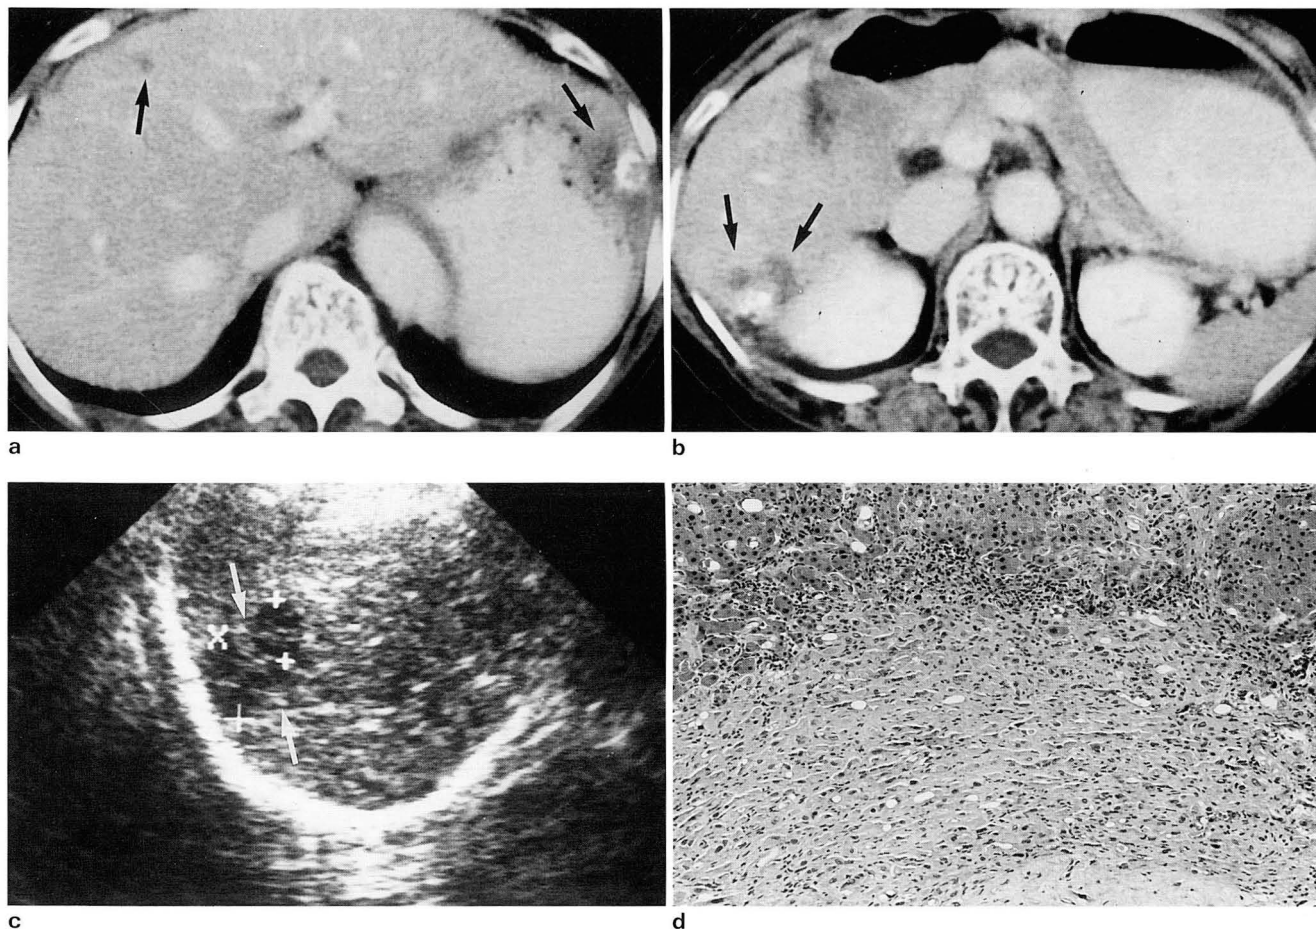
a, b. CT findings of hepatic epithelioid hemangioendotheliomas Postcontrast CT scan showed small hypodense nodules in both lobes with dense calcification.
